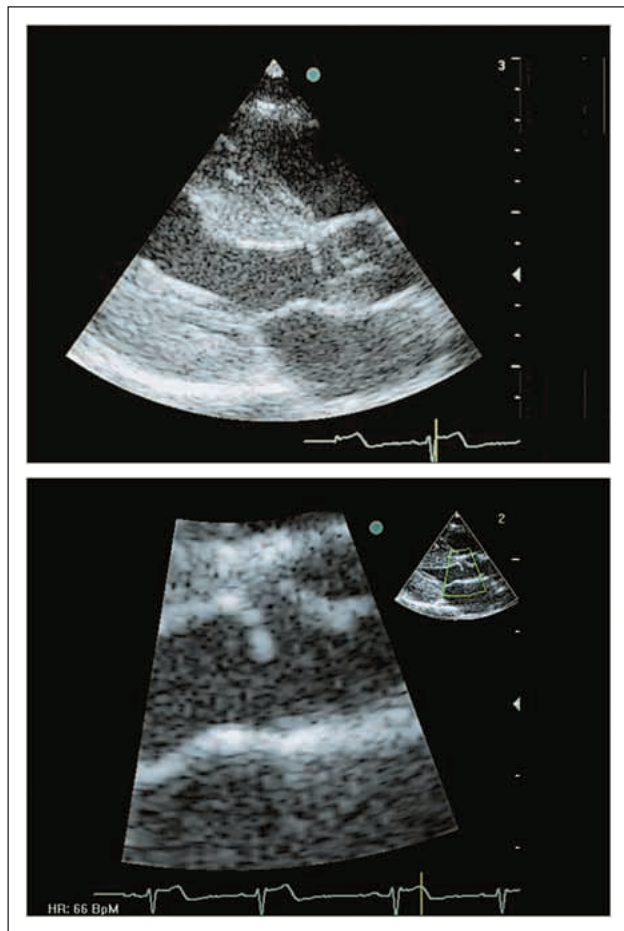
Parasternaler Längsschnitt; unteres Bild: Vergrößerung der subaortal querverlaufenden Membran
